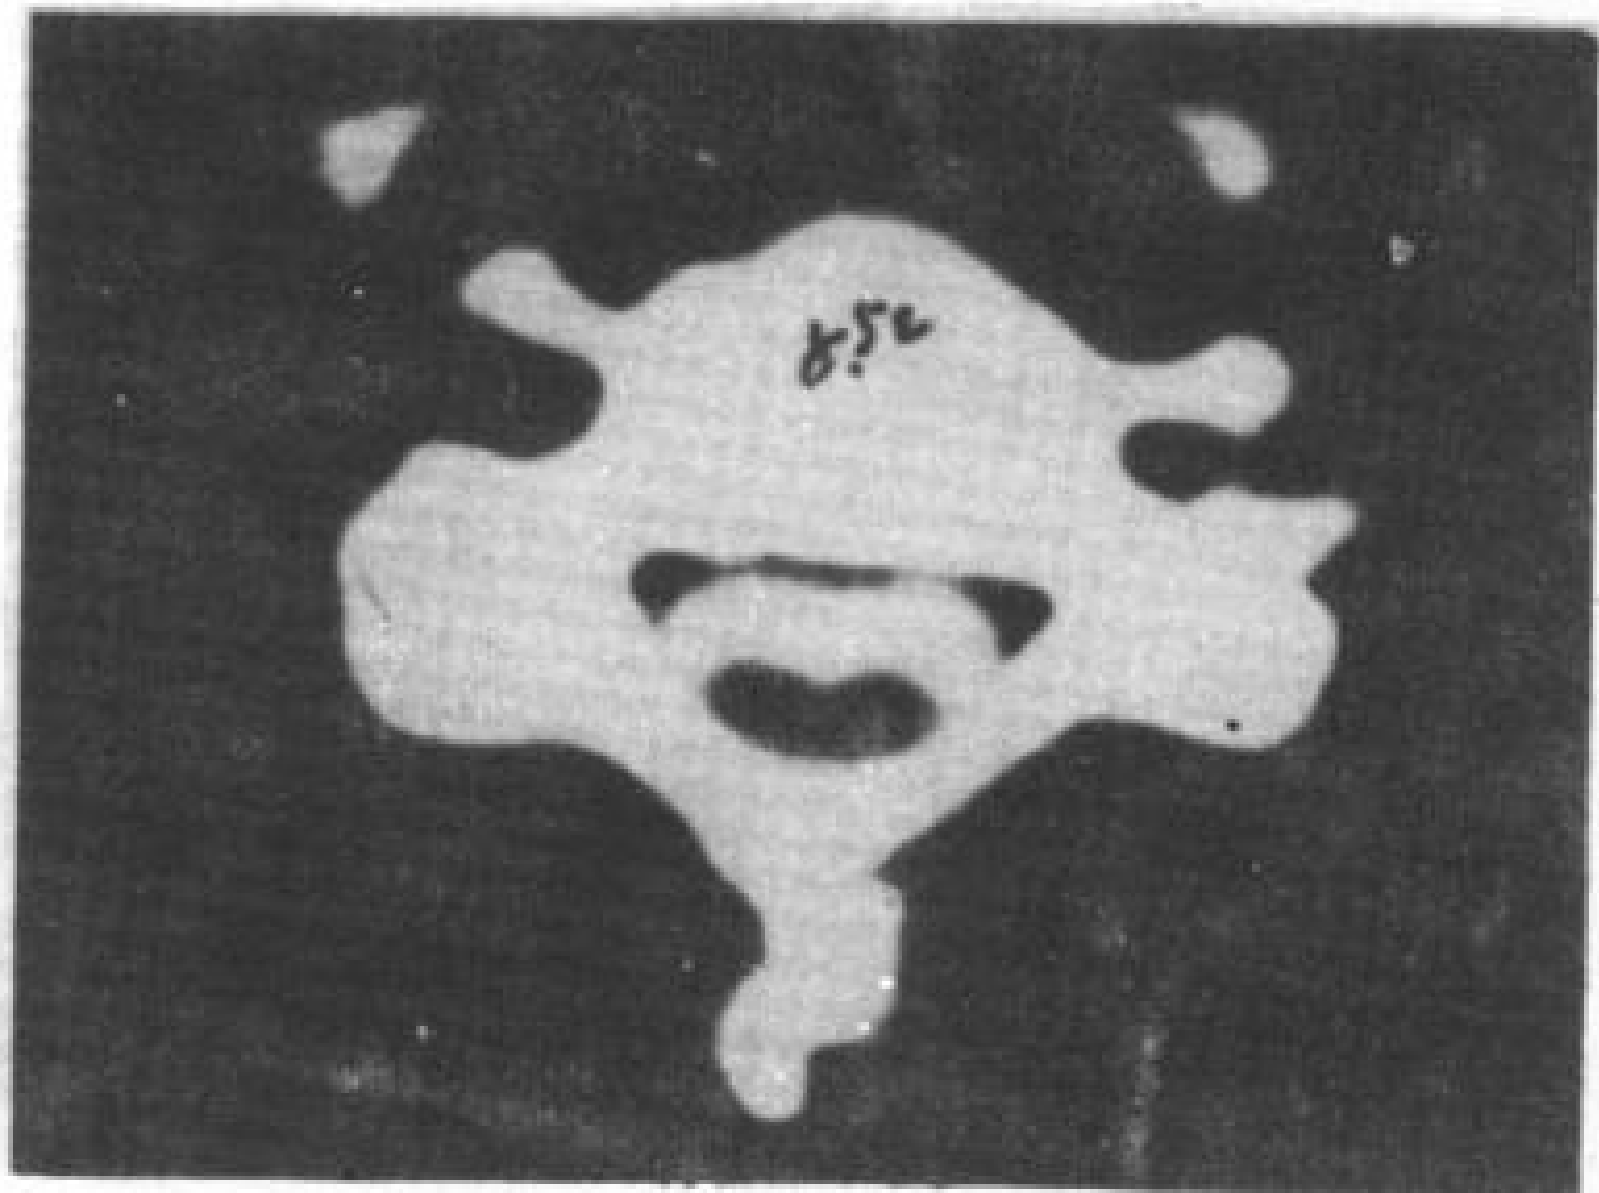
外伤后脊髓萎缩。鞘内增强横断 CT 扫描，显示颈段脊髓小而且成扁平状。
